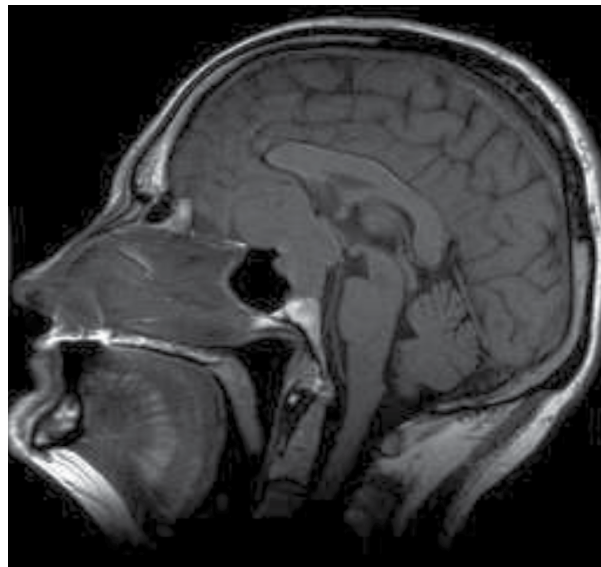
Пацієнт М., 54 роки, гормонально неактивна аденома гіпофіза з супраретроселлярним поширенням, заднє положення хіазми. МРТ головного мозку (сагітальна проекція).
